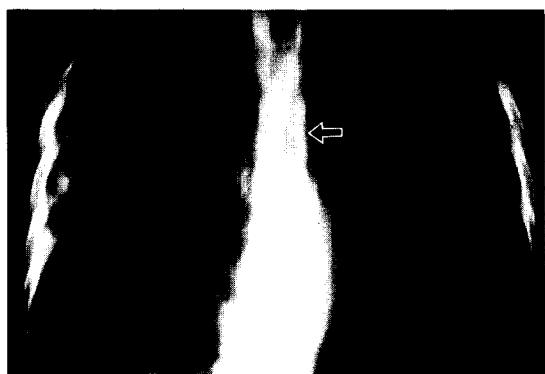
술전 흉부단층 촬영 (Chest tomogram) : 기관분기부 및 하부기관, 우측 기관지의 협착소견이 보임.(→ : 협착 부위)
